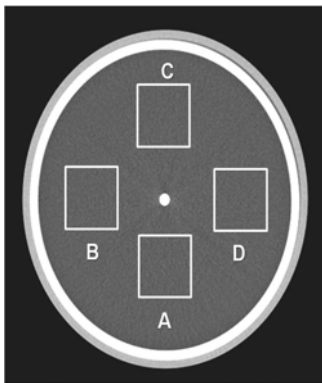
Measurement of CT noise with Phantom study
